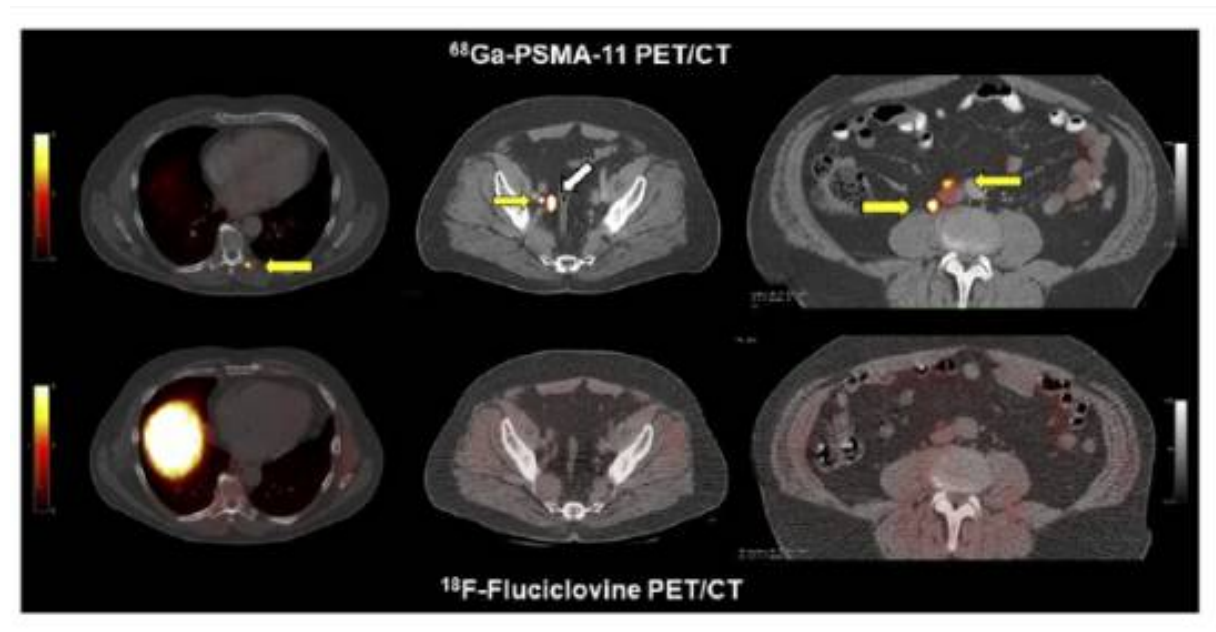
la différence entre TEP/TDM au ^{68}Ga -PSMA-11 et TEP/TDM au ^{18}F -fluciclovine chez le même patient. Patient de 65 ans avec un Gleason de 7 et un taux de PSA de 7,8ng/ml qui a reçu comme traitement initial une radiothérapie, une curiethérapie et une thérapie par privation d'androgène. Il présentait des résultats négatifs à la TEP/TDM au ^{18}F -fluciclovine mais des résultats positifs à la TEP/TDM au ^{68}Ga -PSMA-11. Les flèches jaunes montrent un foyer intense de captation au niveau de la 8 -ème vertèbre dorsale , au niveau du ganglion lymphatique iliaque externe droit et le ganglion lymphatique rétropéritonéal. Il n'y avait pas de captation dans les structures correspondantes sur la TEP/TDM au ^{18}F -fluciclovine. (100)
